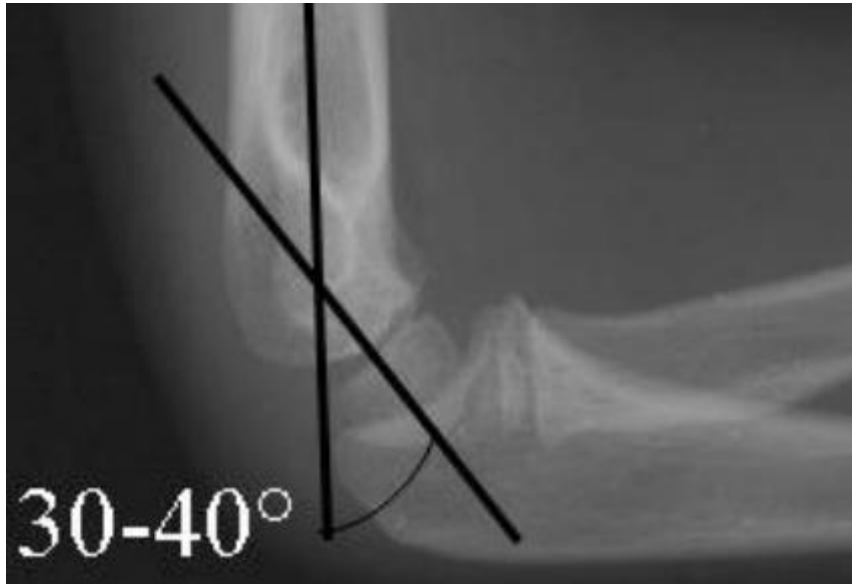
Angle d'antéversion épiphysaire ou humérocondylien sur une radiographie de coude de profil[25]
